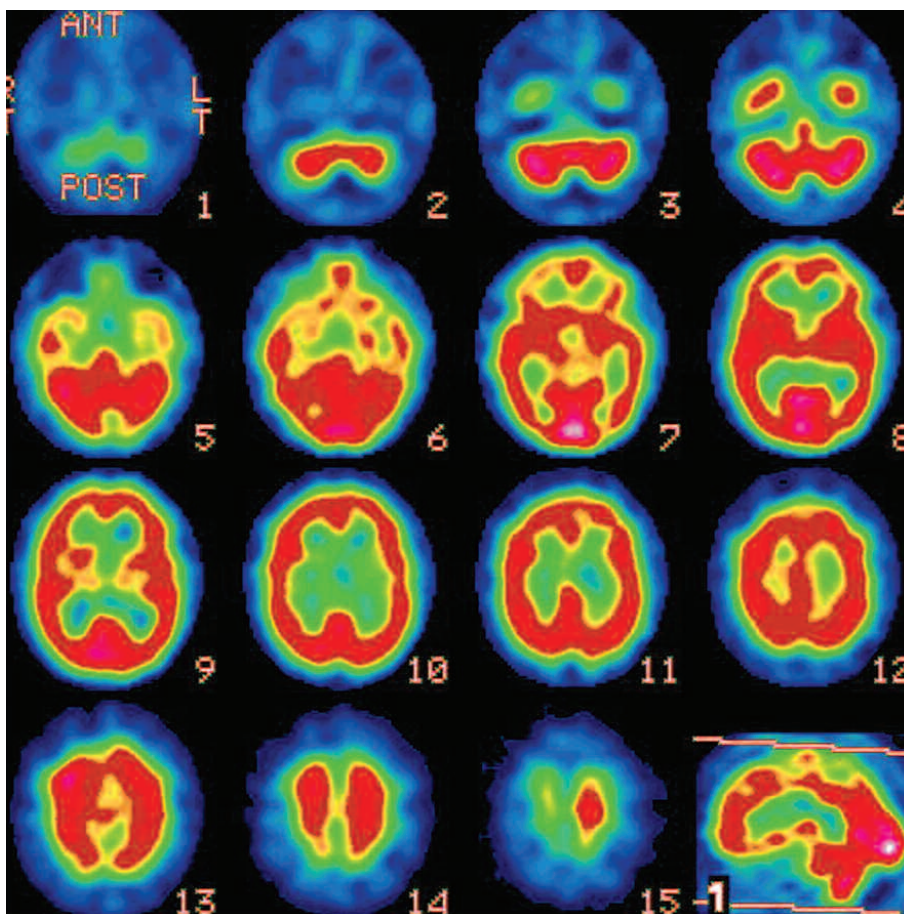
SPECT Cerebral, corte transaxial, que demuestra hipoperfusión bifrontal basal.
